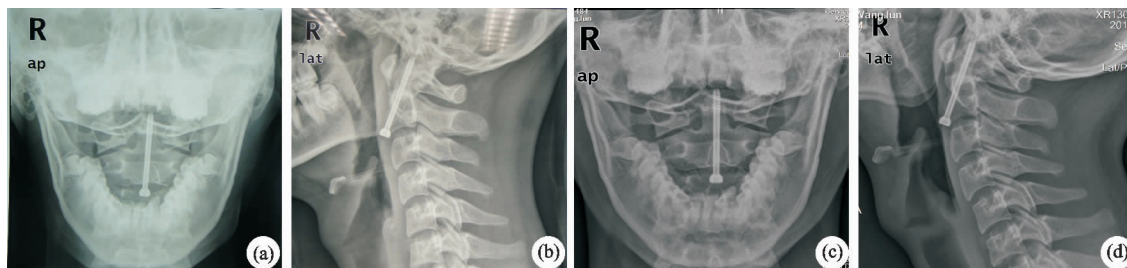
齿状突 II 型骨折术后随访 X 线平片 ((a), (b) 为术后 1 个月; (c), (d) 为术后 1 年)
